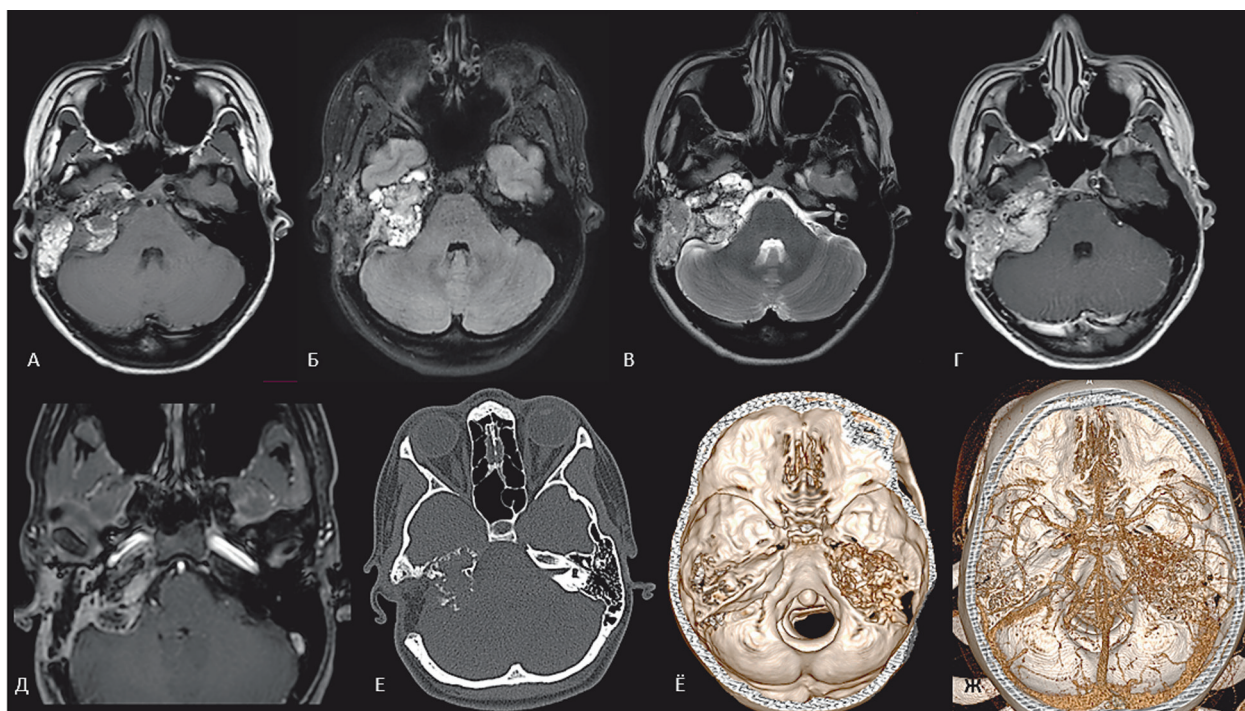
Дооперационное исследование МРТ (T1, Flair, T2, T1+C, 3D_T1W), КТ с 3D-реконструкцией: А, Б, В, Г: опухоль разрушает всю пирамиду височной кости и распространяется в сторону основания средней черепной ямки и ММУ справа. Отмечается небольшая компрессия латеральных отделов ствола головного мозга в режимах T2*ВИ и T1*ВИ с контрастом. В режимах Flair, T2 отмечаются гиперинтенсивный сигнал по сравнению с тканью мозга и наличие гомогенного накопления контрастного препарата (Г). В T1*ВИ (А) определяется разнородный сигнал от опухоли. В режиме 3D_T1W (Д) отмечается инфильтрация опухолевой ткани каменистого сегмента внутренней сонной артерии. При 3D-реконструкции костей свода (Е, Ж) отмечаются полное разрушение пирамиды височной кости и наличие выраженной васкуляризации района опухоли
